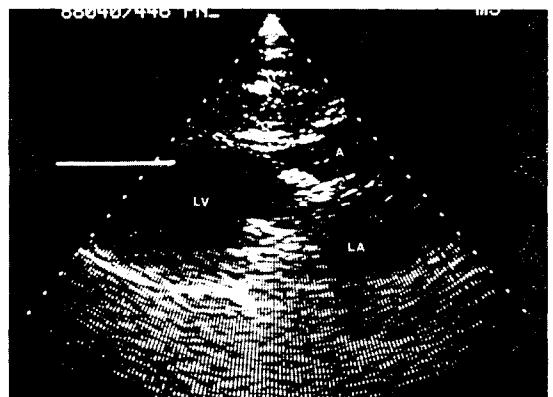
출전 심초음파도(좌심방 및 좌심실의 확대와 승모판막의 비후를 관찰할 수 있다.
